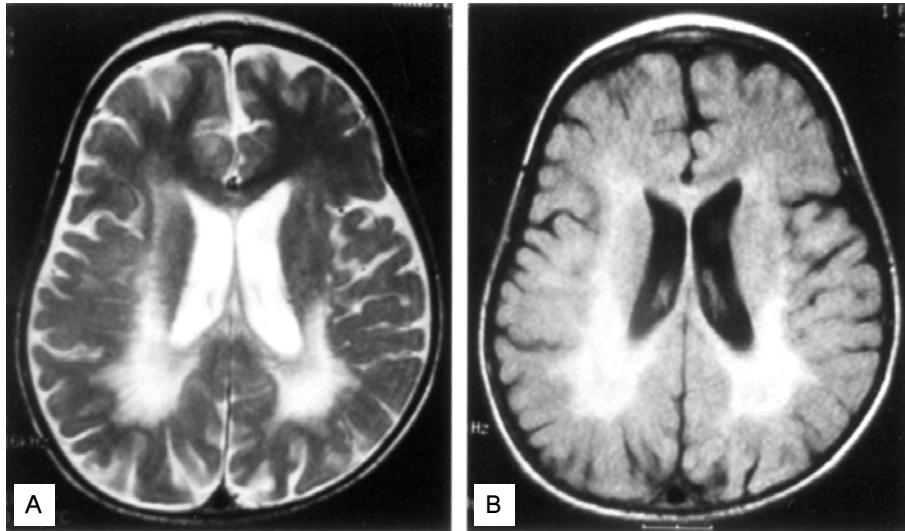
Brain MRI at 21 months shows markedly increasing high signal intensity lesion in both periventricular white matter, more prominent posterior area on T2W1(A) and FLAIR image(B).
